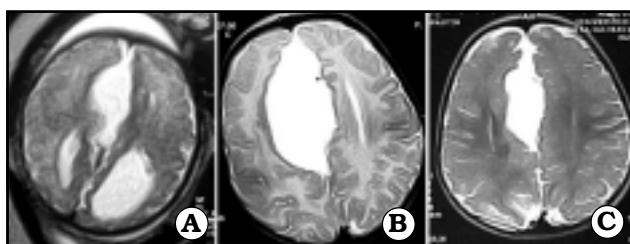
Quiste interhemisférico. A. IRM prenatal. B. IRM postnatal. C. IRM postquirúrgica.
